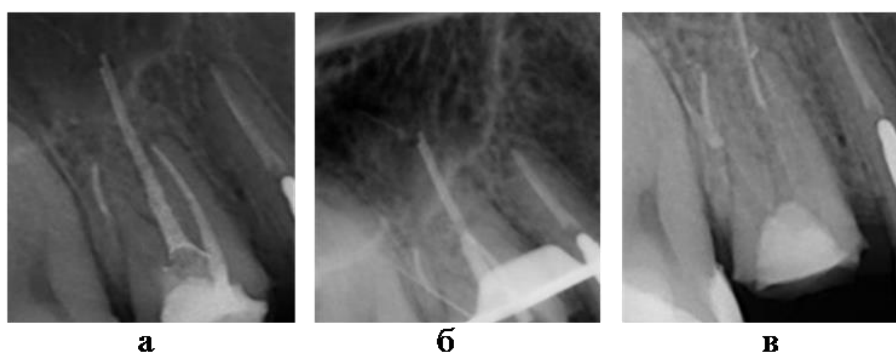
Прицельная рентгенограмма 1.6 зуба: а, б) перфорация щечно-дистального корня; в) перфорация корня закрыта пломбировочным материалом
